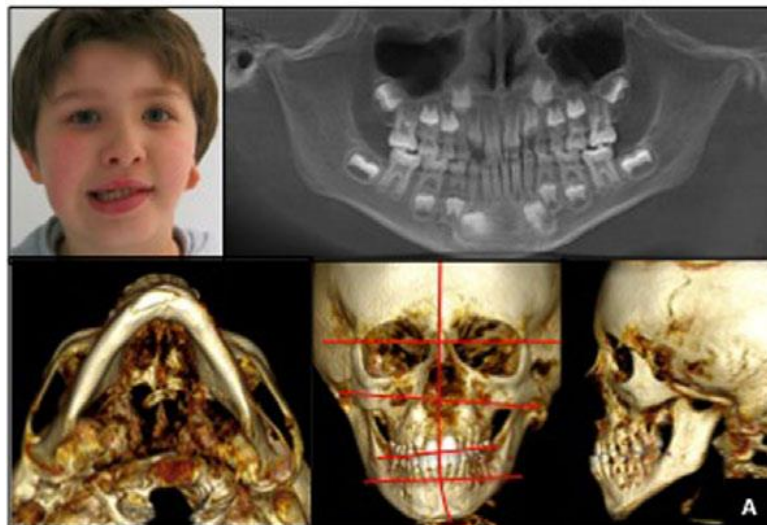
Fotografías, ortopantomografía y TC 3D muestra mordida cruzada causada por hipoplasia mandibular, método de diagnóstico en el tratamiento ortodóntico.⁶
